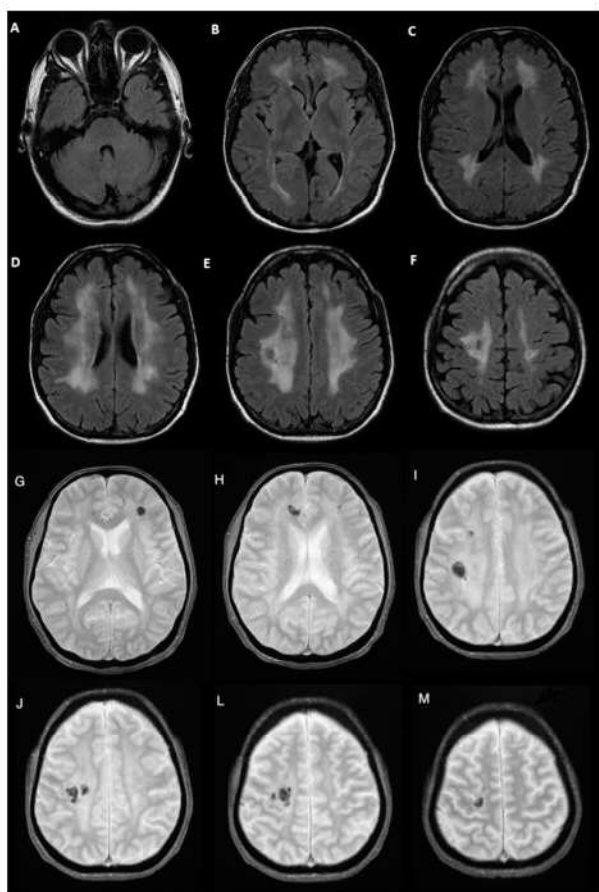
RM-CE, cortes axiais em ponderação T2 FLAIR (A-F) com evidência de leucoencefalopatia microangiopática exuberante (Fazekas 3); cortes axiais em ponderação T2* (G-M) com evidência de múltiplos focos hemorrágicos.
